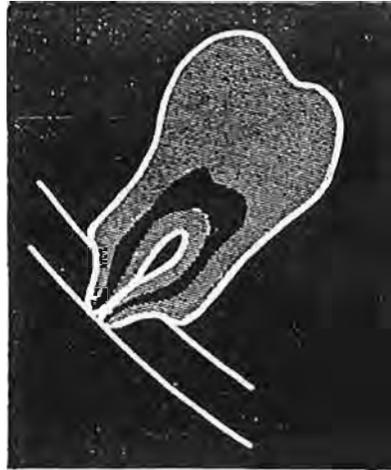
Immagine radiografica di restringimento radicolare.
